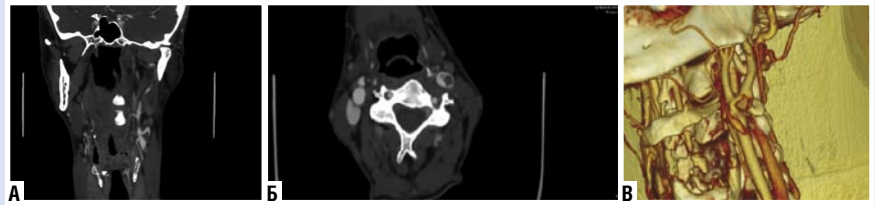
Неокклюзионный флотирующий тромб в области бифуркации левой ОСА в различных проекциях (а, б, в) по данным МСКТ ангиографии брахиоцефальных артерий.
